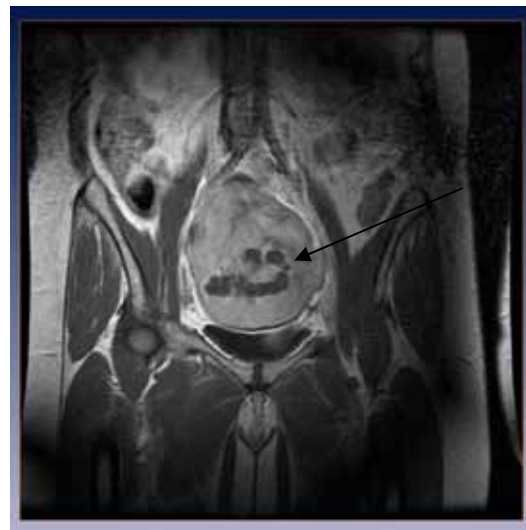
Patientin 8, Perfusionsdefekt, MRT, T1-gewichtet
